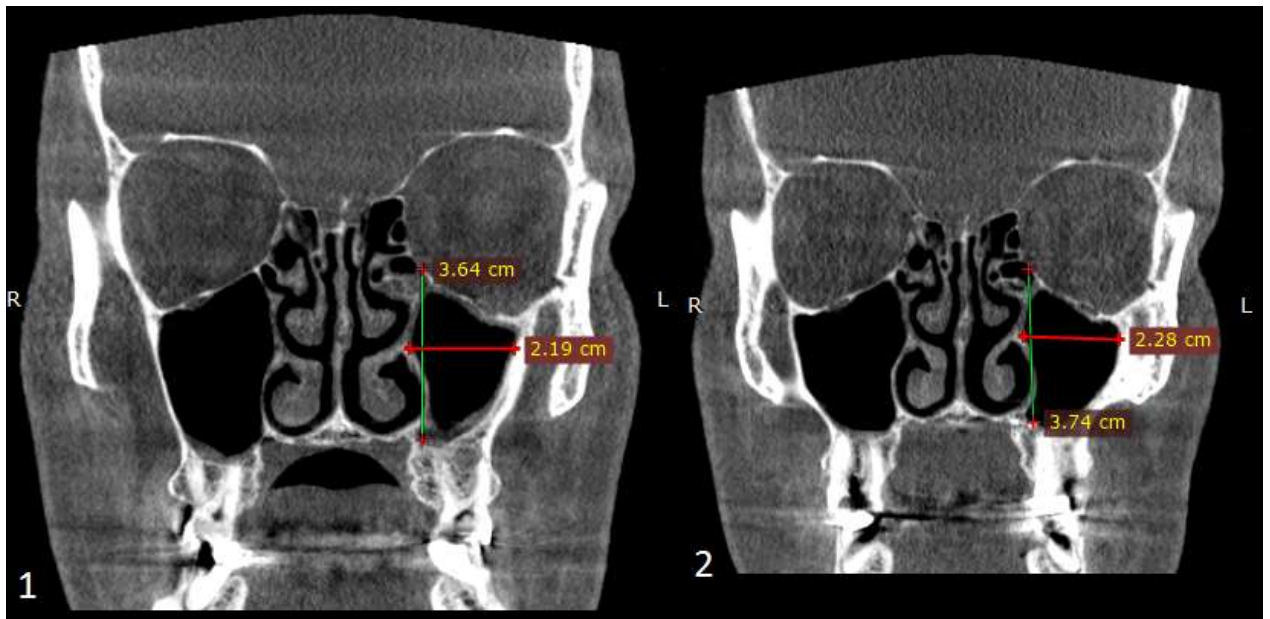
1 – КТ ОНП до оперативного лечения с оценкой размеров левой верхнечелюстной пазухи; 2 – КТ ОНП после оперативного лечения с оценкой размеров левой верхнечелюстной пазухи
